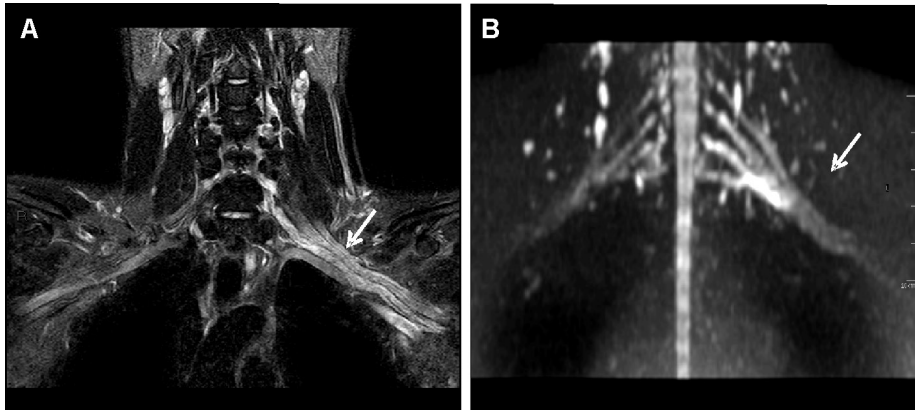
RMN de plexo braquial izquierdo. Cortes coronales. A. Secuencias STIR. B. DWI. El examen del plexo braquial revela incremento de la intensidad de la señal (visibles en secuencias de STIR y DWI) que afecta particularmente las raíces inferiores del plexo braquial izquierdo (raíz C7-C8) a nivel del tronco inferior.
